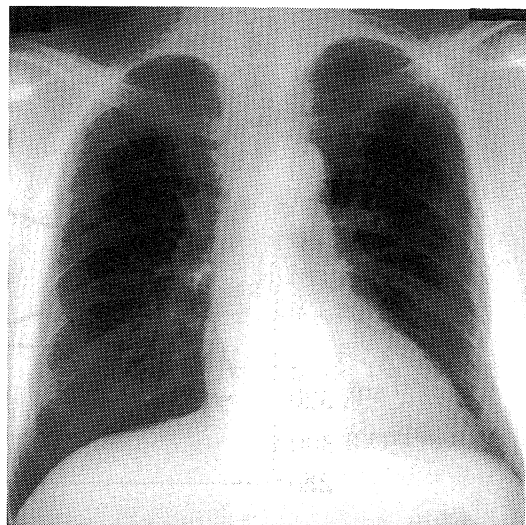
X-ray examination of lung on admission.
